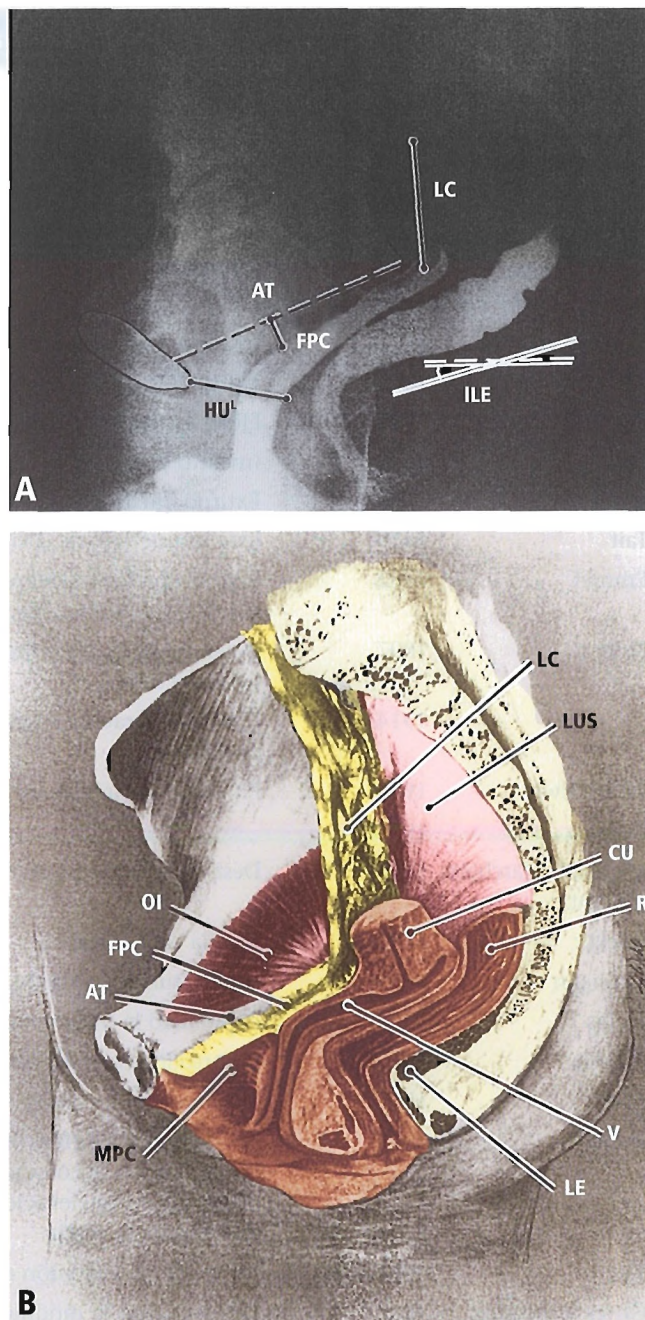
A, Radiografía lateral de la vagina y el recto opacificados. B, Estructuras de soporte: proyección lateral. La vejiga, la uretra y el cuerpo del útero han sido retirados de este corte sagital esquemático para mostrar las uniones de la vagina. Una línea con un punto en ambos extremos de la línea indica la distancia que abarca la estructura indicada; una línea terminada en un solo punto señala la estructura. LC, ligamento cardinal; AT, arco tendinoso de la fascia pélvica; FPC, fascias pubocervicales; ILE, inclinación de la lámina del elevador; HU^L, longitud del hiato urogenital; LUS, ligamento uterosacro; CU, cuello uterino; R, recto; OI: músculo obturador interno; V, vagina; MPC: músculo pubococcígeo. [de7]
